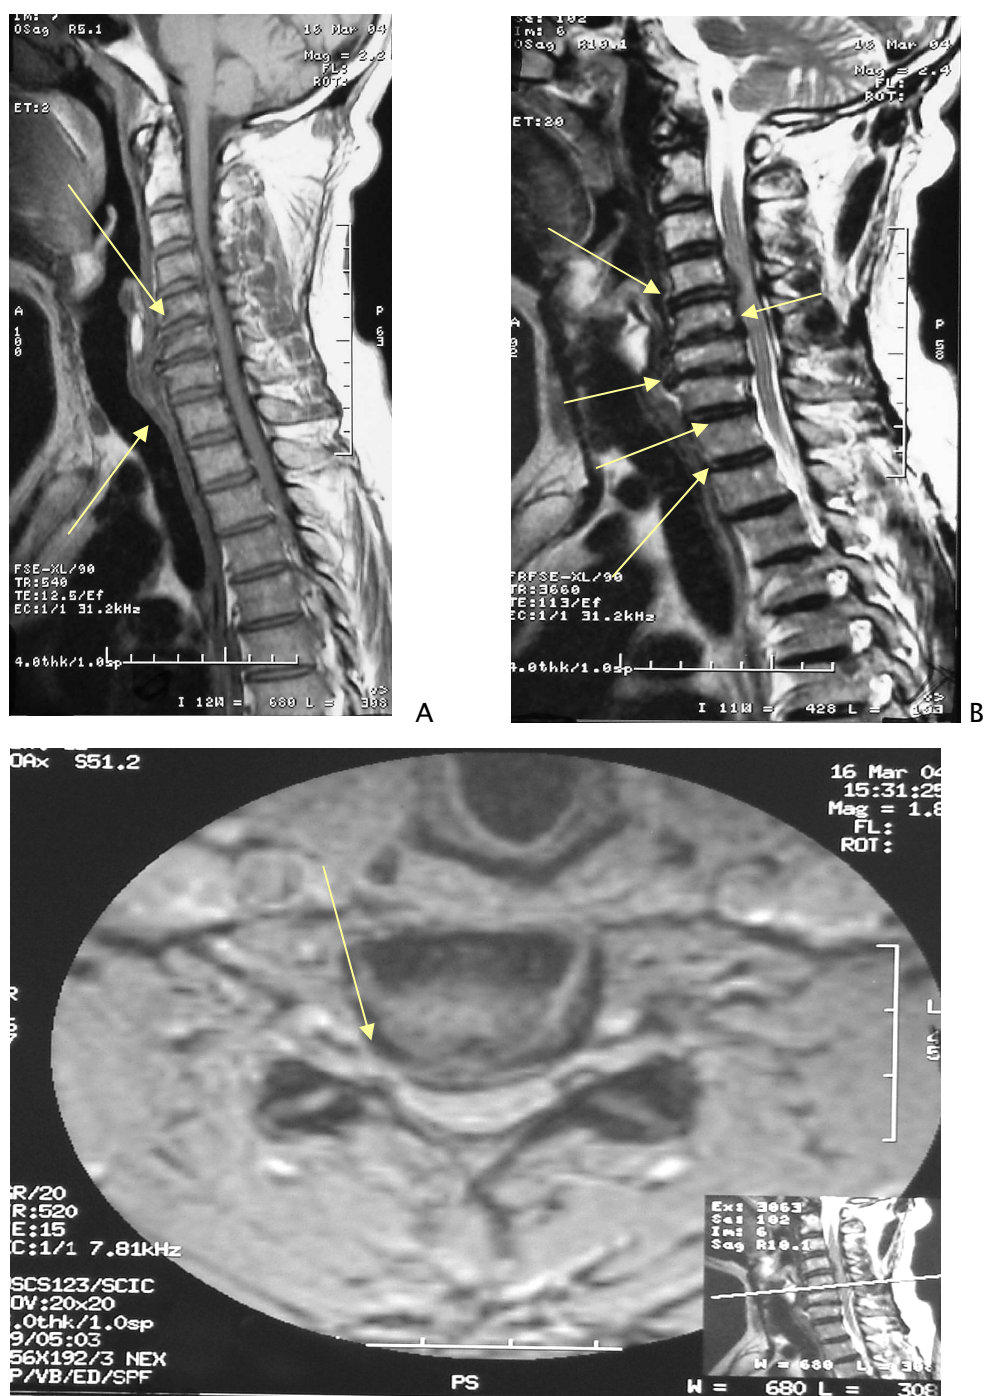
IRM cervicale :
